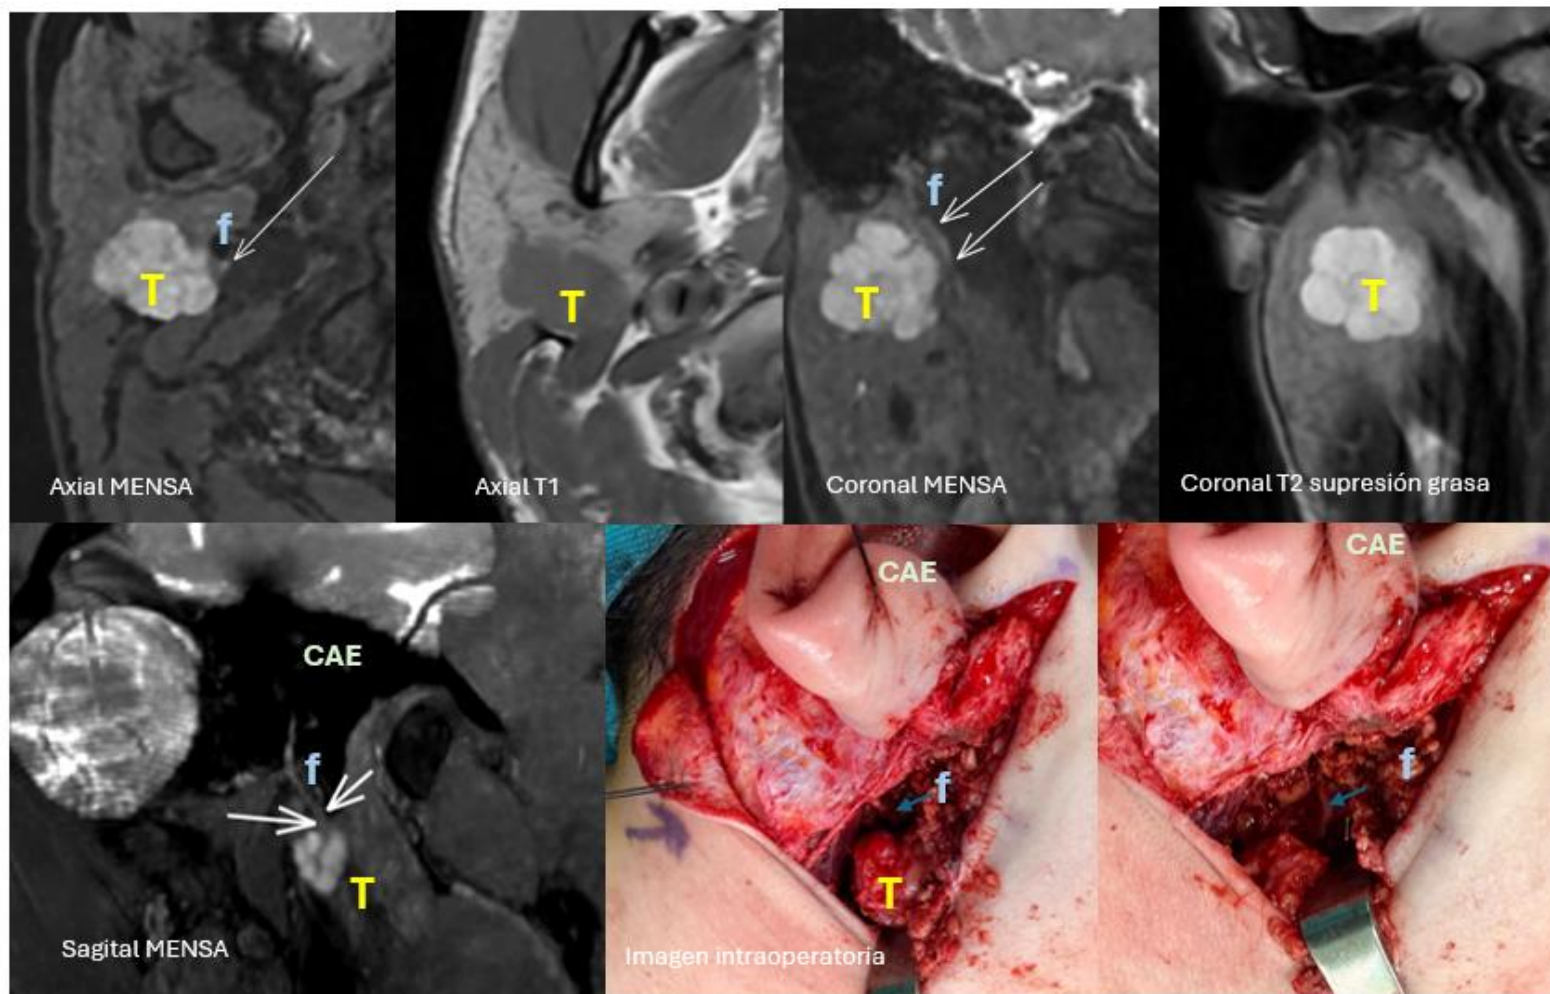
Arriba, imágenes de RM en planos axial y coronal que muestran una tumoración en el lóbulo profundo (adenoma pleomorfo) con desplazamiento posterior y profundo del nervio, en correlación con secuencias T1 y T2.
